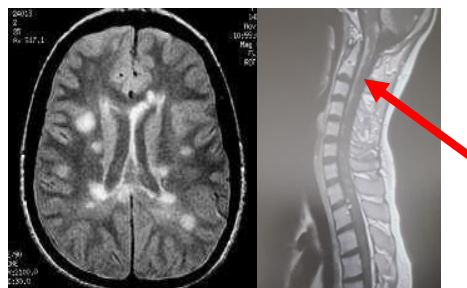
Image IRM de la Neurosarcoïdose
